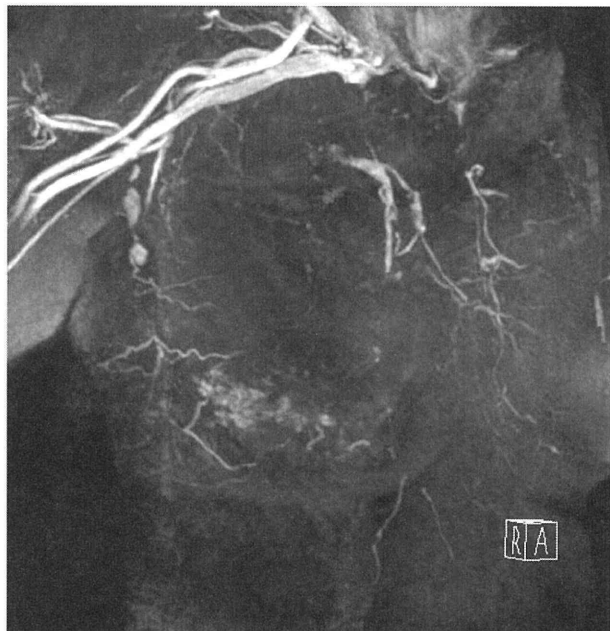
MIP image of the arterial early phase of 3D-dynamic MRI with noninvasive ductal carcinoma in an 82-year-old woman. 4.03/1.5/1 (TR/TE/excitation)
